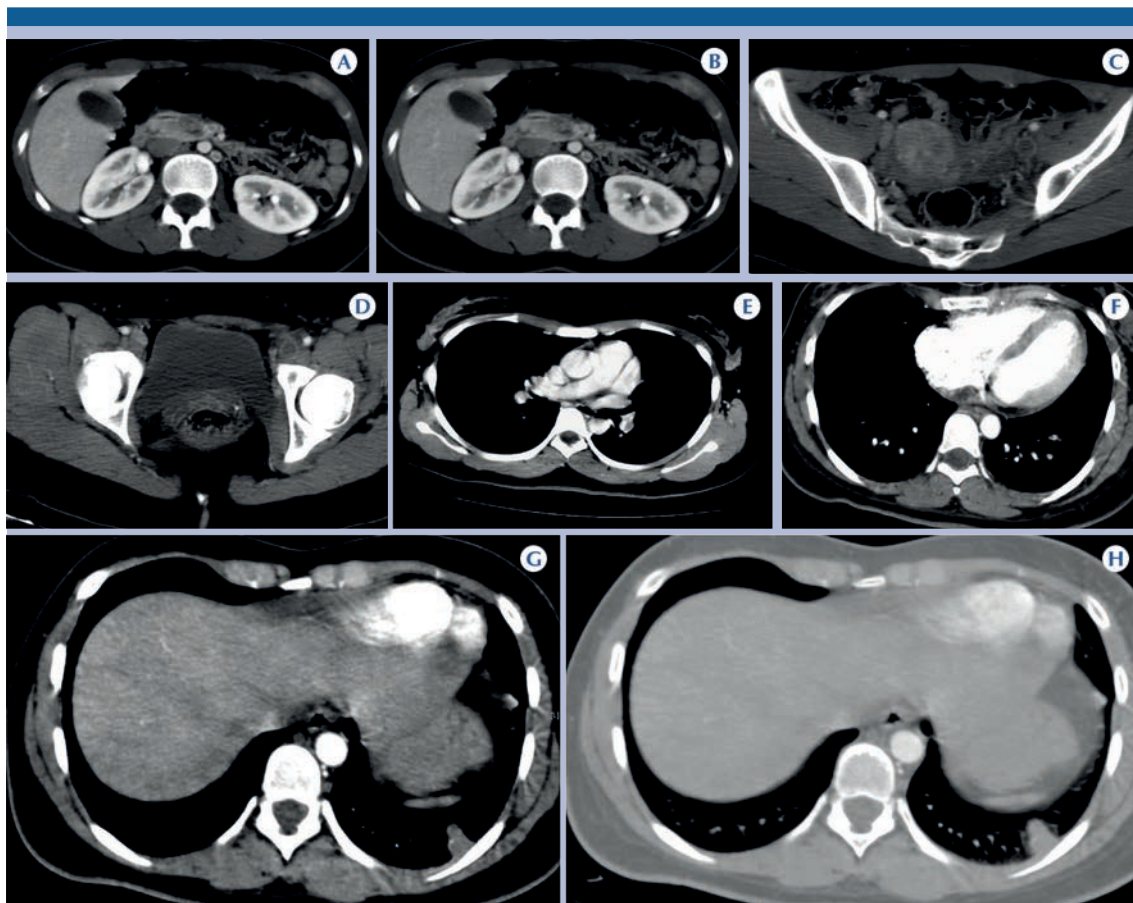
A-H) Mujer de 21 años con trombosis venosa profunda bilateral de predominio izquierdo, extendiéndose a ambas venas ilíacas y a la vena gonadal ipsolateral y que en el protocolo de angiotomografía pulmonar con venografía por tomografía, selección de imágenes axiales, permitió identificar tromboembolia pulmonar aguda segmentaria y subsegmentaria izquierda con área de infarto pulmonar.
